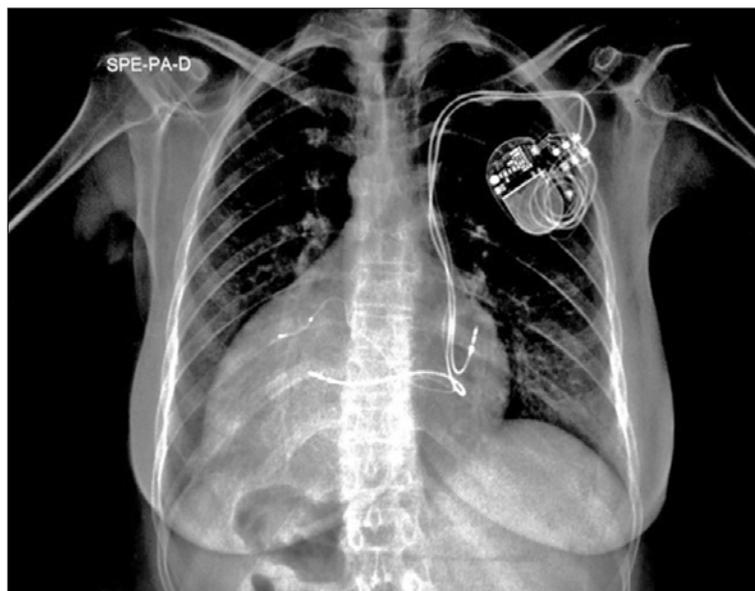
Radiografia de tórax após terapia de ressincronização cardíaca.
